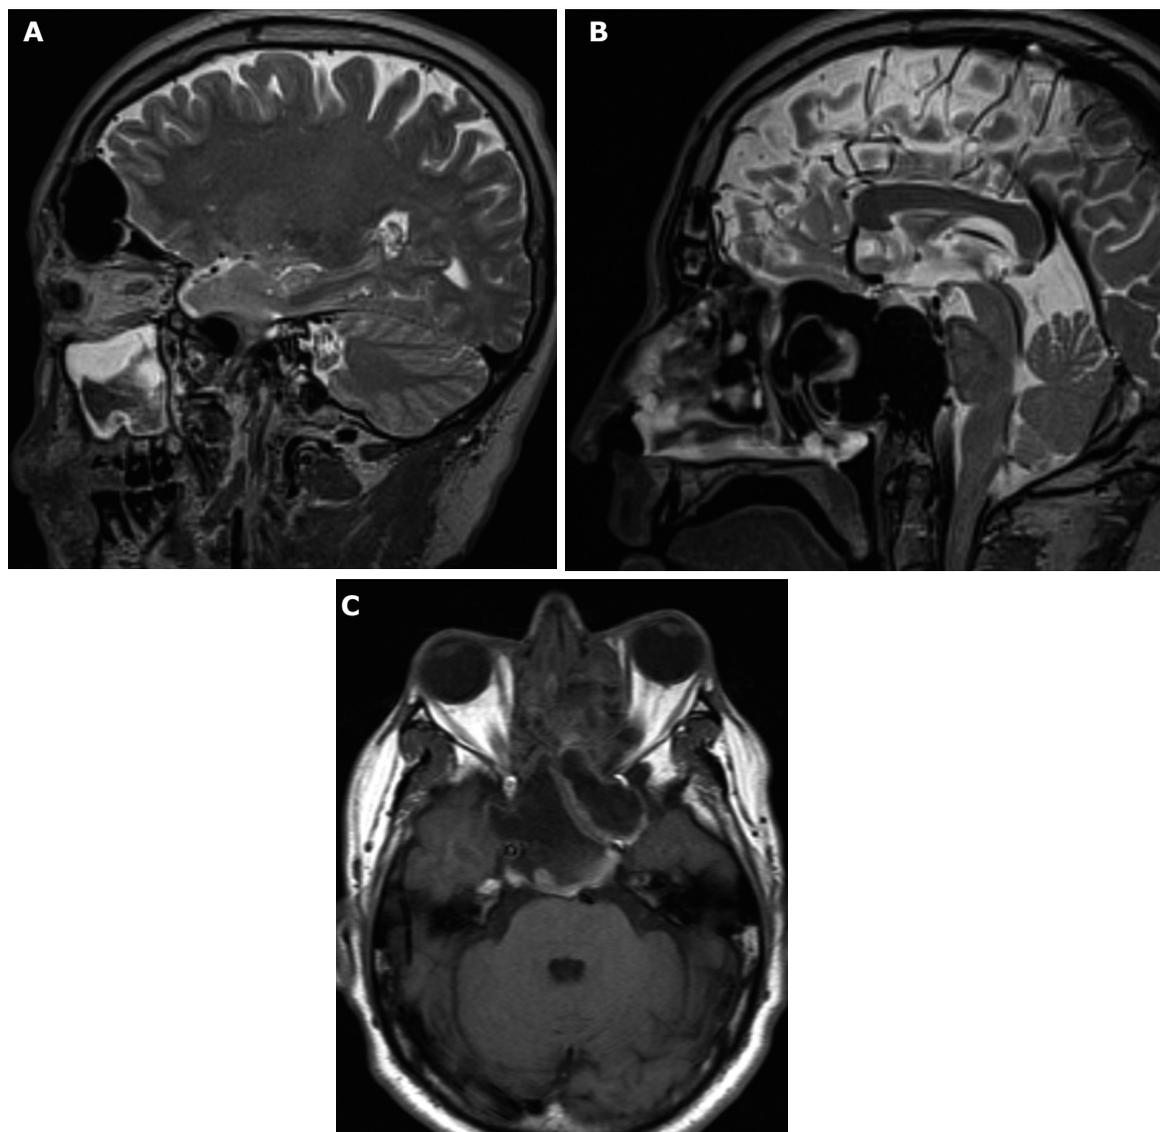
Resonancia magnética de macizo facial: A) corte sagital en T2: se observa compresión extradural del lóbulo frontal, B) compresión leve a nivel del clivus sobre la protuberancia, C) corte axial en T1: ocupación hiperintensa con realce periférico del seno esfenoidal con compromiso de senos cavernosos y efecto masa sobre la protuberancia.
